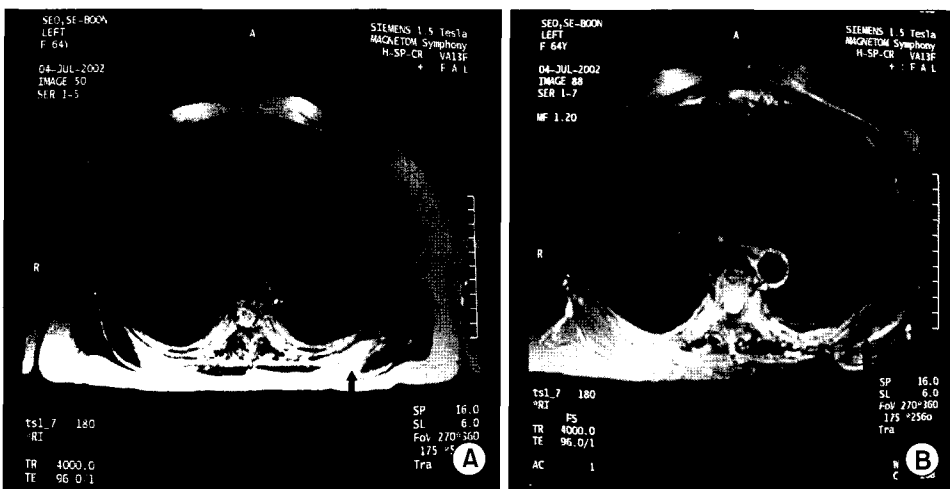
T2-weighted fast spin echo image (A) shows inhomogeneous signal mass, and fatsuppressed T2-weighted fast echo image (B) shows conversion of high signal region of the mass into lower signal intensity consistent with that of fat.
